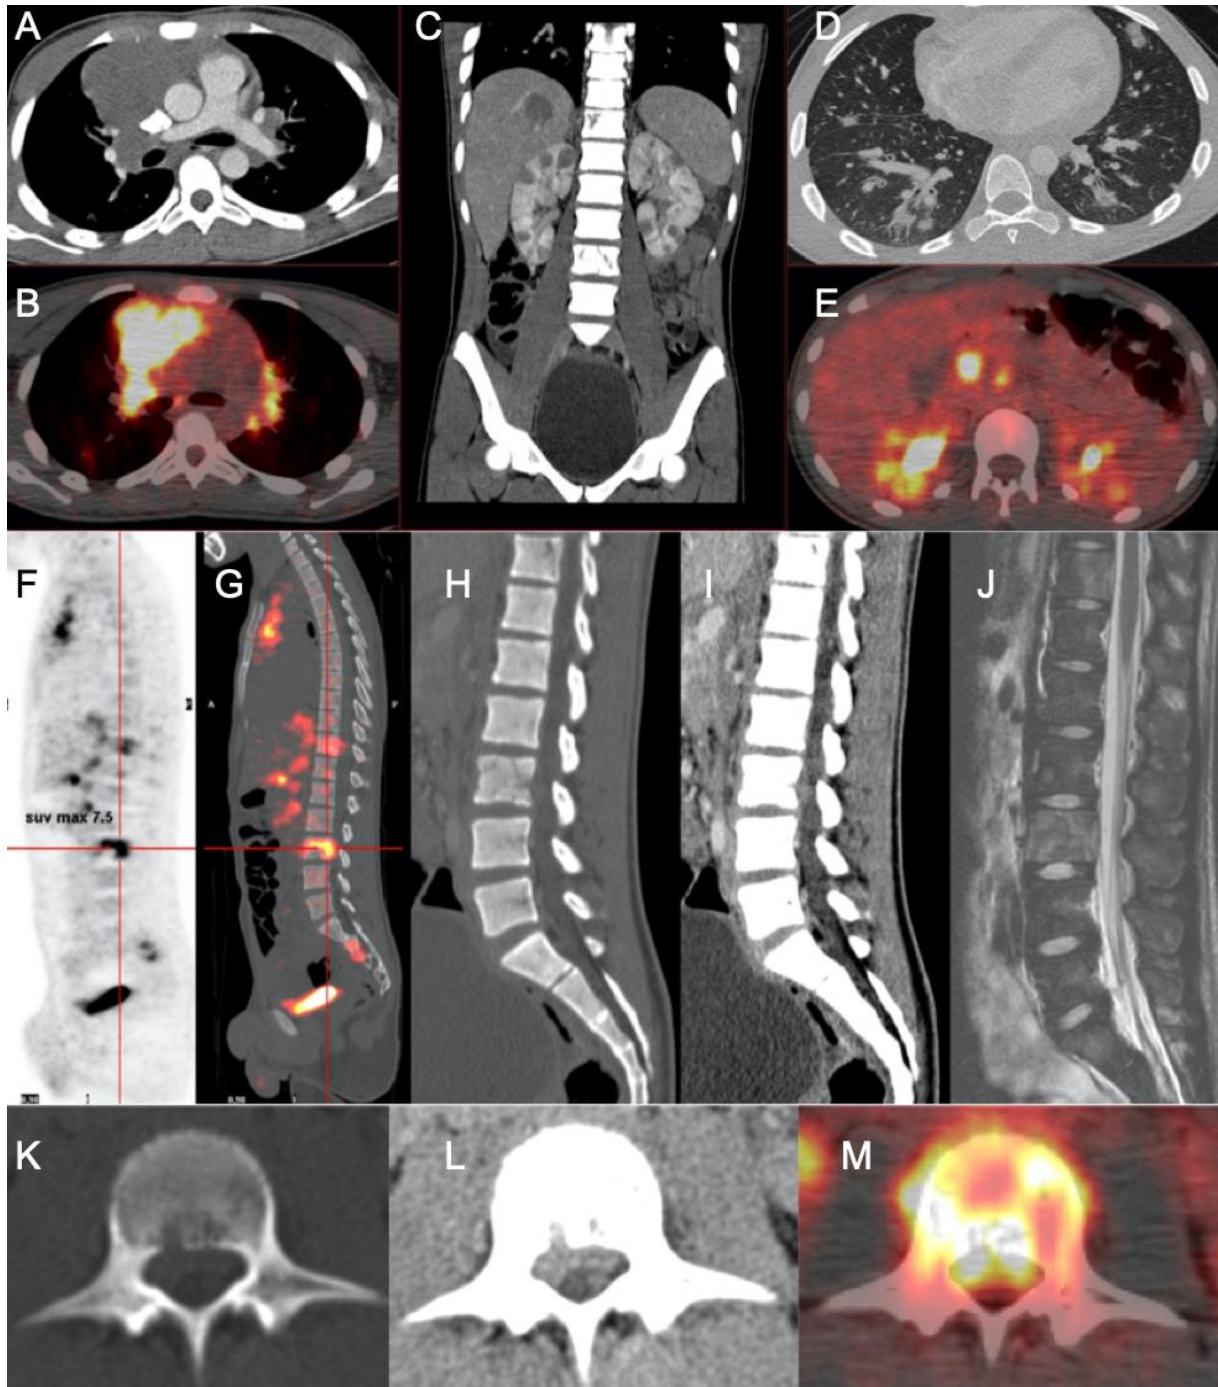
Cas 15 : Adolescent de 13 ans : lombalgie et hématurie 3 semaines après un traumatisme du flanc droit. L'échographie initiale montre de multiples lésions hépatiques et rénales. Le scanner thoraco-abdomino-pelvien après injection (images A, C, D, H, I, K et L) montre une atteinte diffuse ganglionnaire sus (A) et sous-diaphragmatique, des atteintes pulmonaires (D), hépatiques (C), rénales (C) et osseuses du squelette axial (H-J). L'ensemble des lésions présentent un hypermétabolisme à la TEP (B, E, F, G et M). On retrouve une trame osseuse hétérogène en fenêtre osseuse (H) des corps vertébraux de T11 et L3. Il s'y associe une atteinte épidurale antérieure secondaire à l'atteinte osseuse en regard de L3. Celle-ci s'individualise aussi bien au scanner qu'à l'IRM. A noter que les lésions osseuses sont en hypersignal T2 (J).
